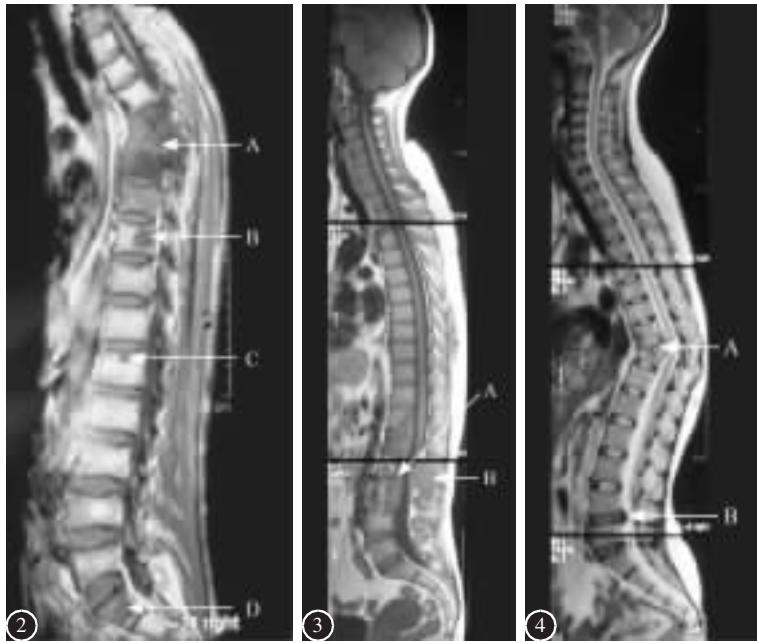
MRI T1 加权像示中心病灶 T12~L3(A) 及附件破坏(B), 无冷脓肿形成
